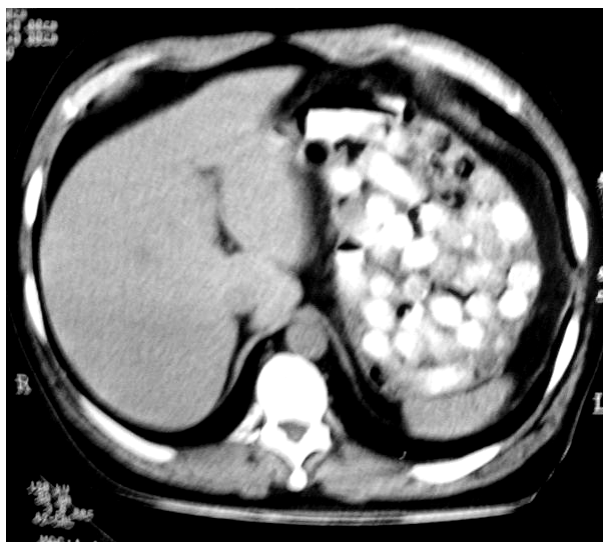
TAC: múltiples cápsulas en intestino delgado.
